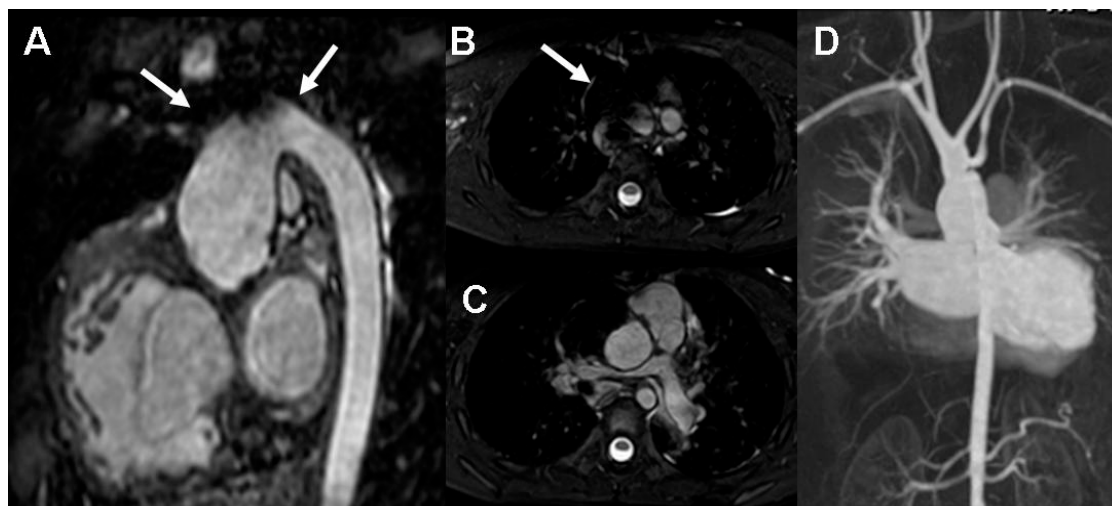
Artefactos “*off resonance*” en el extremo superior del volumen de adquisición 3D en el plano axial. Paciente de 4 años con síndrome de Shone intervenido con reconstrucción del arco aórtico. Reconstrucciones sagital (A) y axiales (B, C) de la secuencia WH3D adquirida en el plano axial. Se observa el artefacto de pérdida de señal en el extremo superior de la adquisición (flechas) que limita la calidad de la imagen en el cayado aórtico e impide visualizar los troncos supraaórticos. En la reconstrucción MIP de la angioRM con contraste (D) se pueden visualizar todos los vasos sin artefactos.
